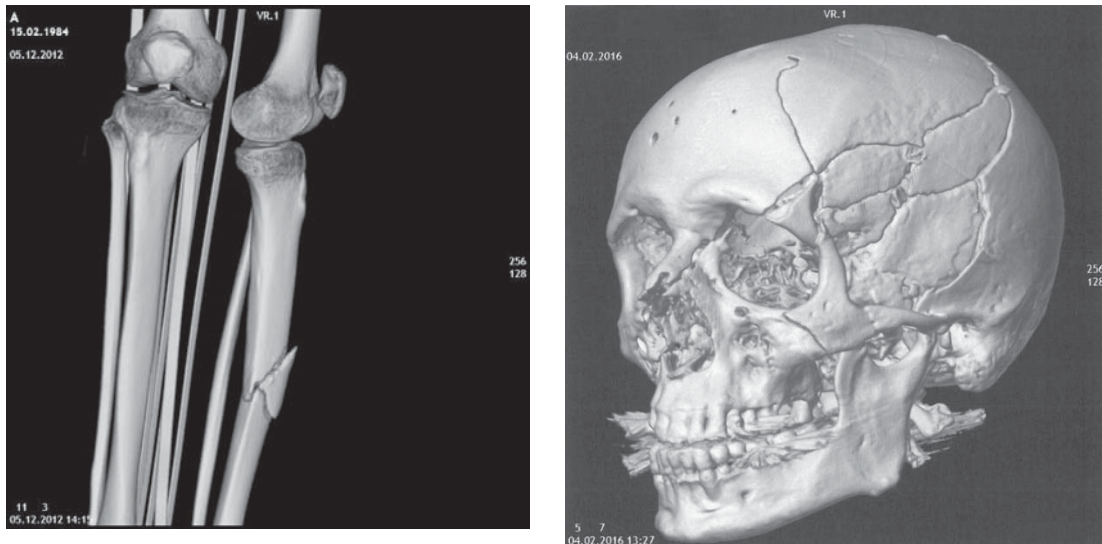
Darstellung von Verletzungen mittels 3D-Skelettrekonstruktion der Daten aus postmortalen Schichtröntgenuntersuchungen (pmMSCT); links: primäre Anprallstelle in Form einer keilförmigen Unterschenkelfraktur (linke Tibia nach Anprall eines Pkw [im Bild von links]); rechts: Brüche des knöchernen Schädels linksseitig mit Bruch des Augendaches und Oberkiefers
